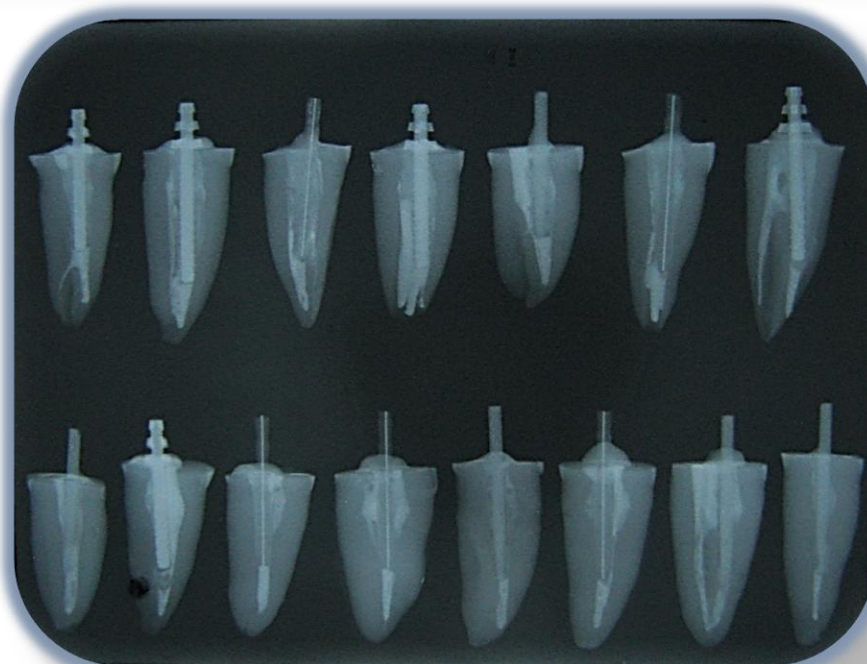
Radiografía mesio-distal de las muestras con los postes cementados.
